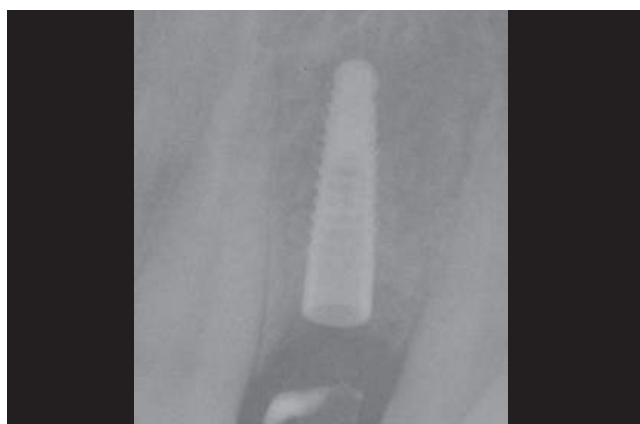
Radiografia a 90 giorni con moncone temporaneo radiotrasparente
